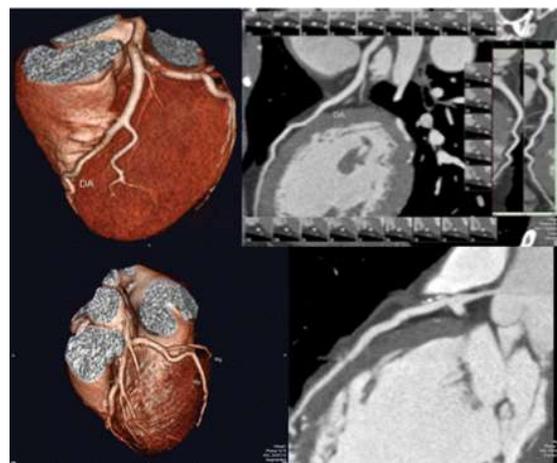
Reconstrução tridimensional (à esquerda) obtida a partir de uma aquisição por Angio-TC das coronárias (à direita). Fonte: <sup>(2)</sup>
